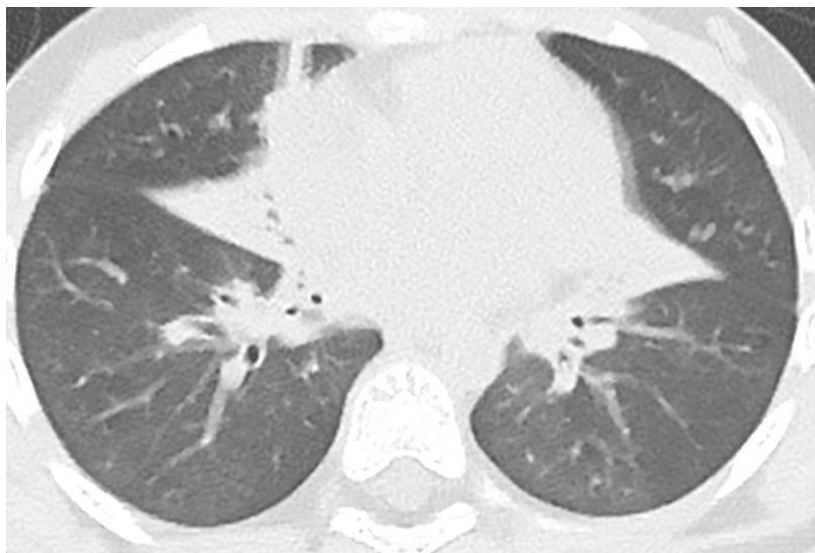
Компьютерная томограмма органов грудной клетки пациентки Г. с ПЦД, 6 лет. Описание в тексте
